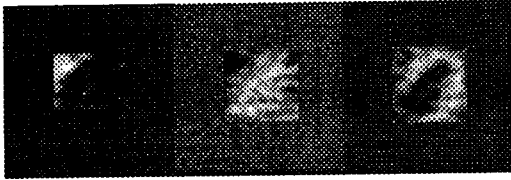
한 환자의 부하상태에서 얻은 심장의 N-13 암모니아 PET 동적영상. 각 영상의 숫자는 스캔 시작 시간을 나타낸다
